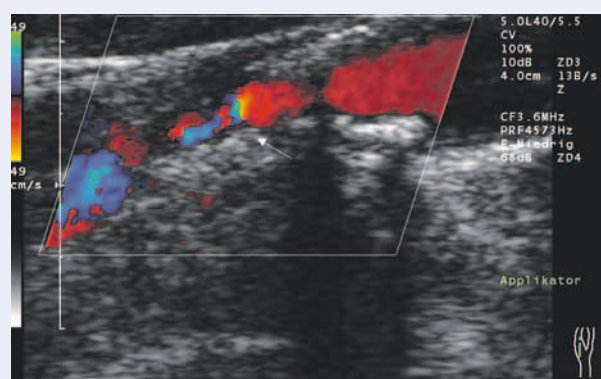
Farb-Duplex-Sonografie einer Gefäßeinengung (Halsschlagader)
